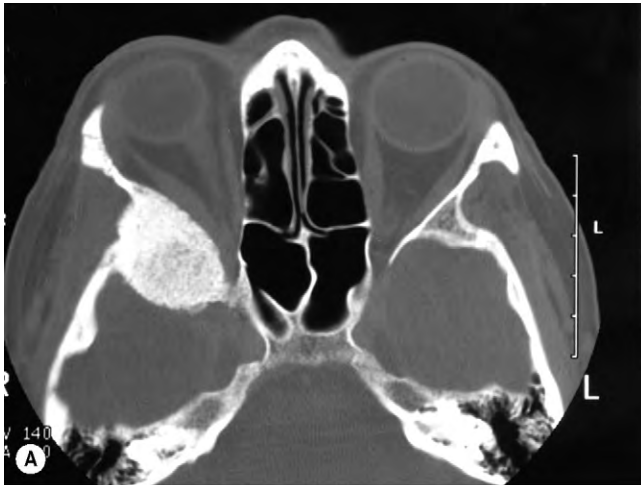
Meningioma de la cresta esfenoidal. (A) TC axial; (B) hiperostosis reactiva.
